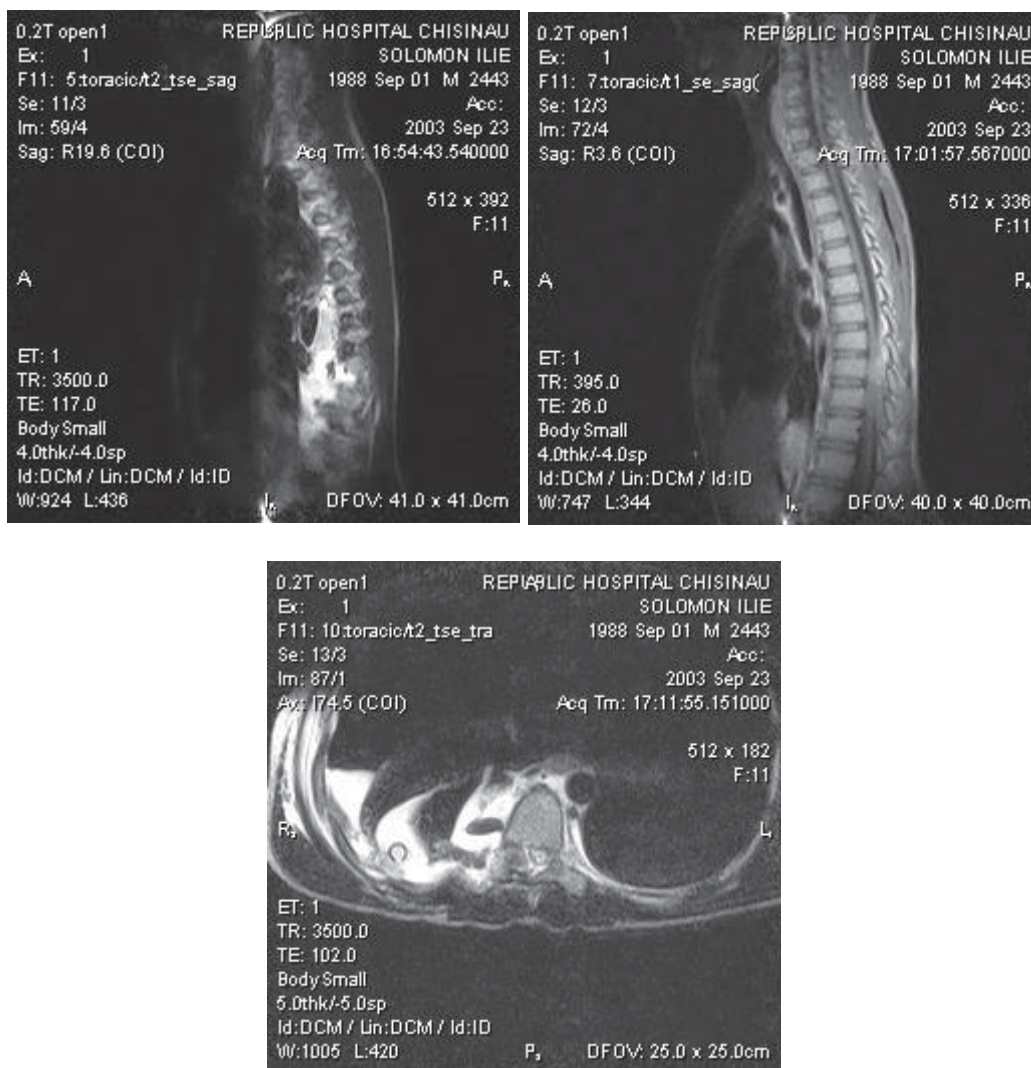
Tomogramele postoperatorii prin RM
